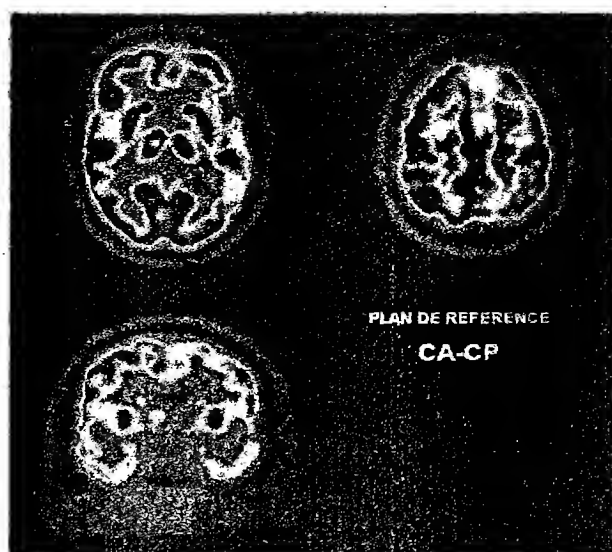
Image du PET-FDG de M. B. acquise à partir d'une injection intra-veineuse du radiotraceur ^{18}F FDG, les zones corticales présentant un hypométabolisme sont représentées en blanc.
